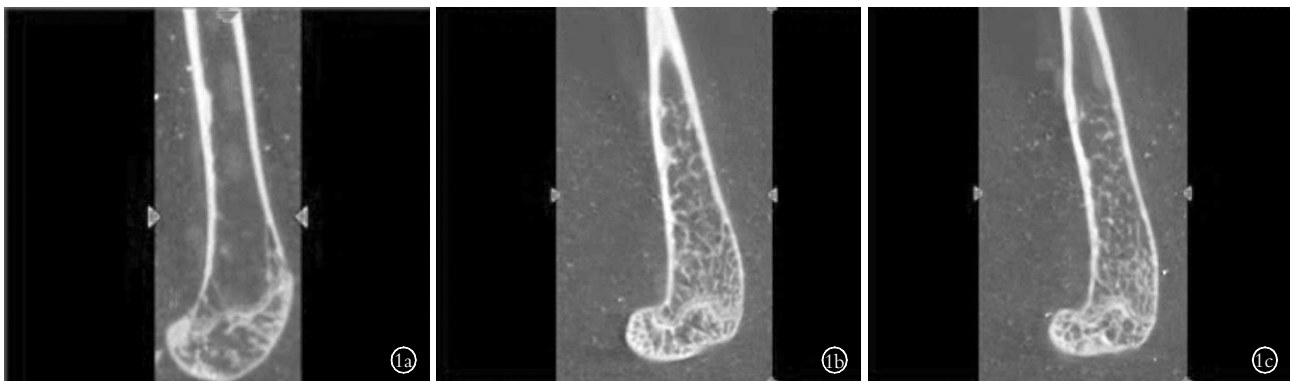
股骨远端 Micro-CT 扫描结果 1a. 对照组 1b. 重组核因子- $\kappa$ B 活化因子受体蛋白组 1c. 阿伦磷酸钠组
